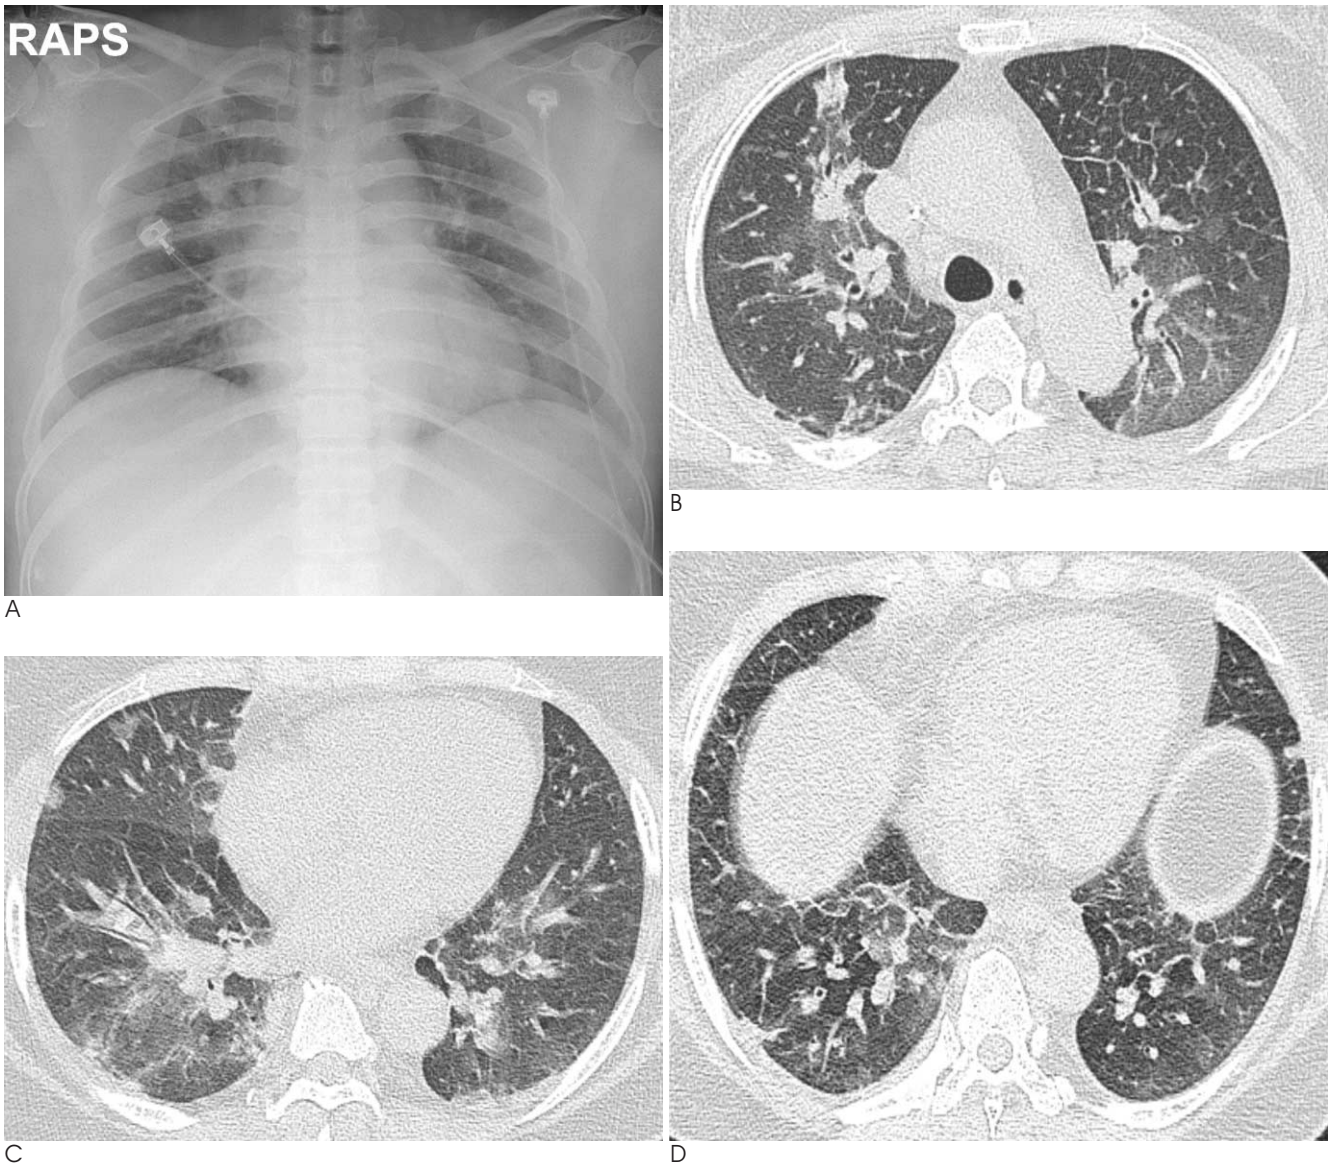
A 52-year-old previously healthy woman, with no recent history of travel or contact with ill-individuals. A. An anteroposterior chest radiograph shows both parahilar haziness and suspicious consolidation in the right suprahilar region. B-D. HRCT scans show multifocal areas of peribronchial and subpleural ground-glass opacification and some consolidation. Note smooth interlobular septal thickening and minimal bilateral pleural effusion.
